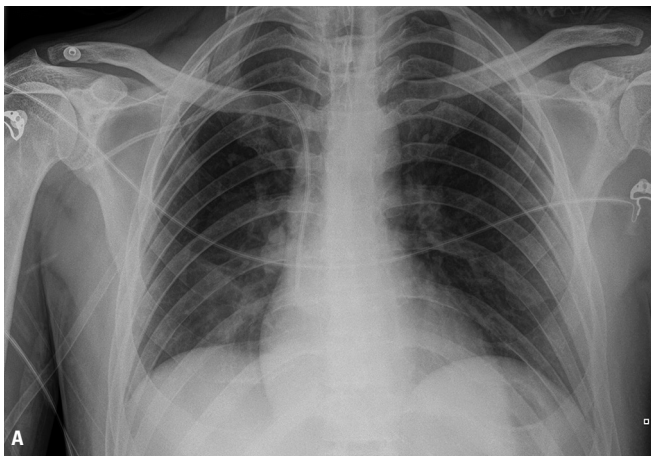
A. Radiografía de tórax inicial de un paciente intubado por traumatismo craneoencefálico. B. Imagen de neumonía asociada a ventilación mecánica basal derecha por *Staphylococcus aureus* a los 6 días.
